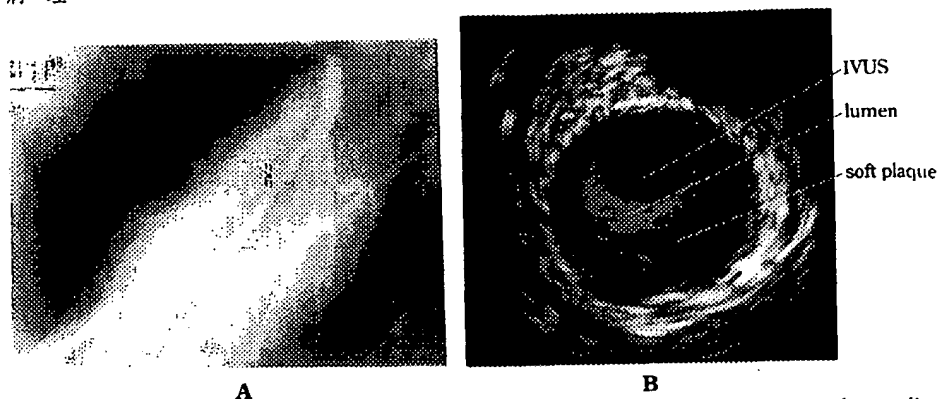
A: A coronary angiogram showing a 50% organic stenosis of the proximal left anterior descending coronary artery (Cranially-tilted left anterior oblique view). B: Intravascular ultrasound (IVUS) image at the coronary stenosis. Broad eccentric soft plaque is shown at the stenosis with a narrowed lumen colored as red.
